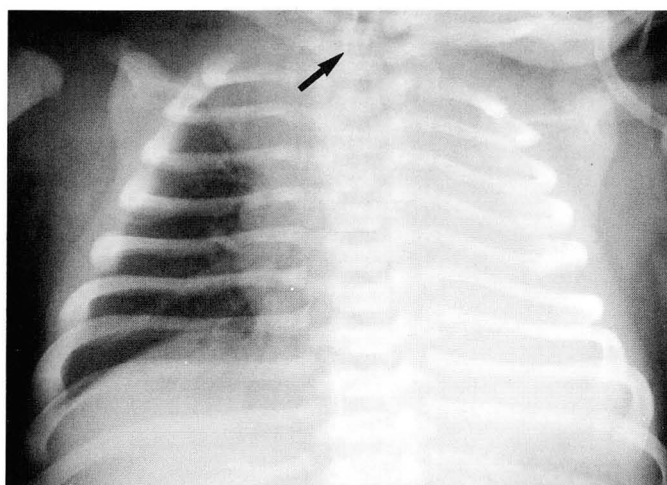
A. Chest radiograph taken on the first day of birth shows total haziness in the left hemithorax. There is no air-bronchogram in the left hemithorax, and intercostal spaces are slightly narrowed. Mediastinal structures are in normal position. The tip of the endotracheal tube is located at the clavicle level (arrow). B. Follow-up chest radiograph taken on the seventh day shows mediastinal shifting to the left side and hyperaerated right lung with herniation. Notice the narrow left intercostal spaces as compared with the initial chest radiograph.
